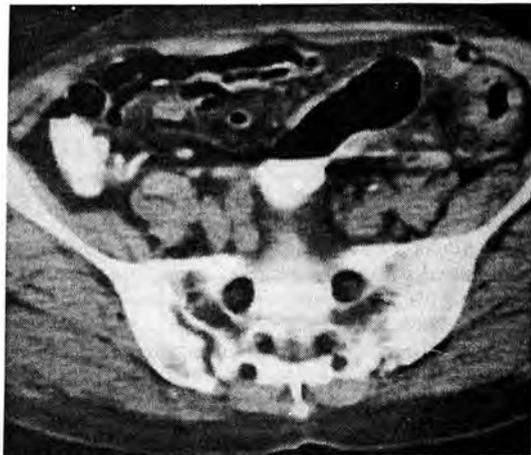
Томограмма при болезни Крона. Патологический процесс располагается в нисходящем отделе толстой кишки. Просвет кишечника сужен ("свинцовая трубка"). Стенка кишечника значительно утолщена.
